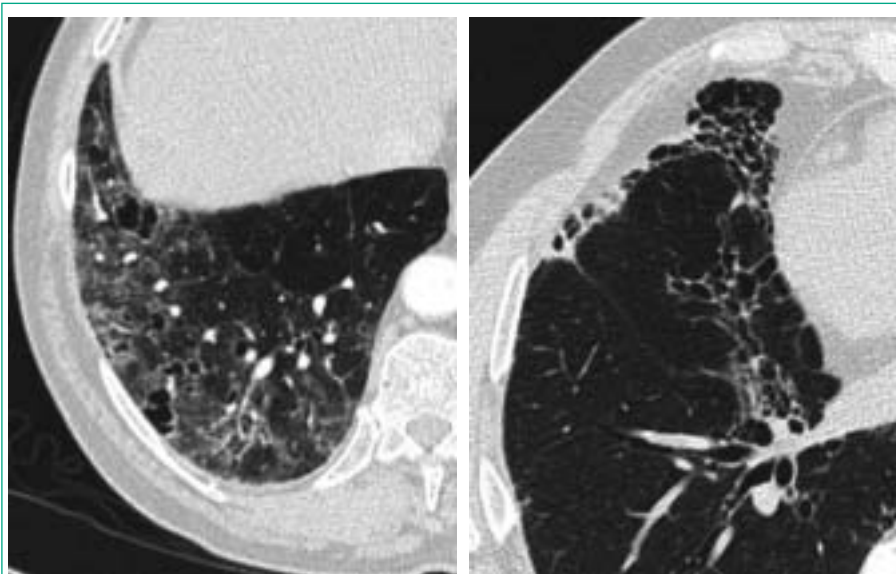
Aspect TDM de NSIP et UIP sur un même poumon : Verre dépoli, micronodules diffus, épaissement des cloisons interalvéolaires, réticulations interlobulaires, épaissement sous pleural, rétraction des scissures et bronchectasies par traction.
